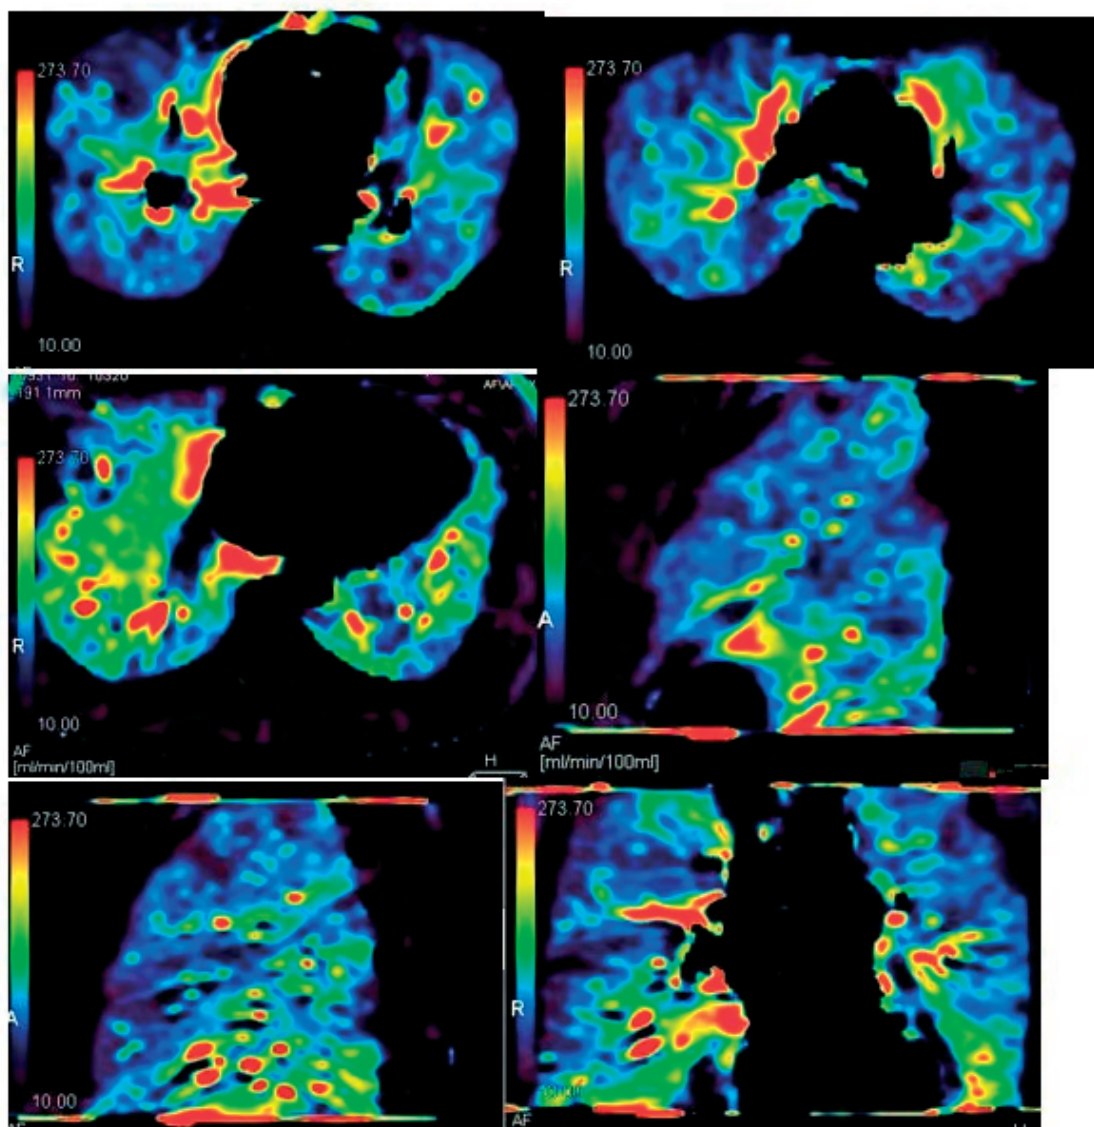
Перфузійна МСКТ легень пацієнтки К., 55 років. Значне зменшення перфузії субплеврально у верхній частці зліва та верхній і середній частках справа: темносині трикутної форми ділянки (чим темніша ділянка, тим гірша перфузія; ділянки доброї перфузії мають жовтий та червоний кольори).
